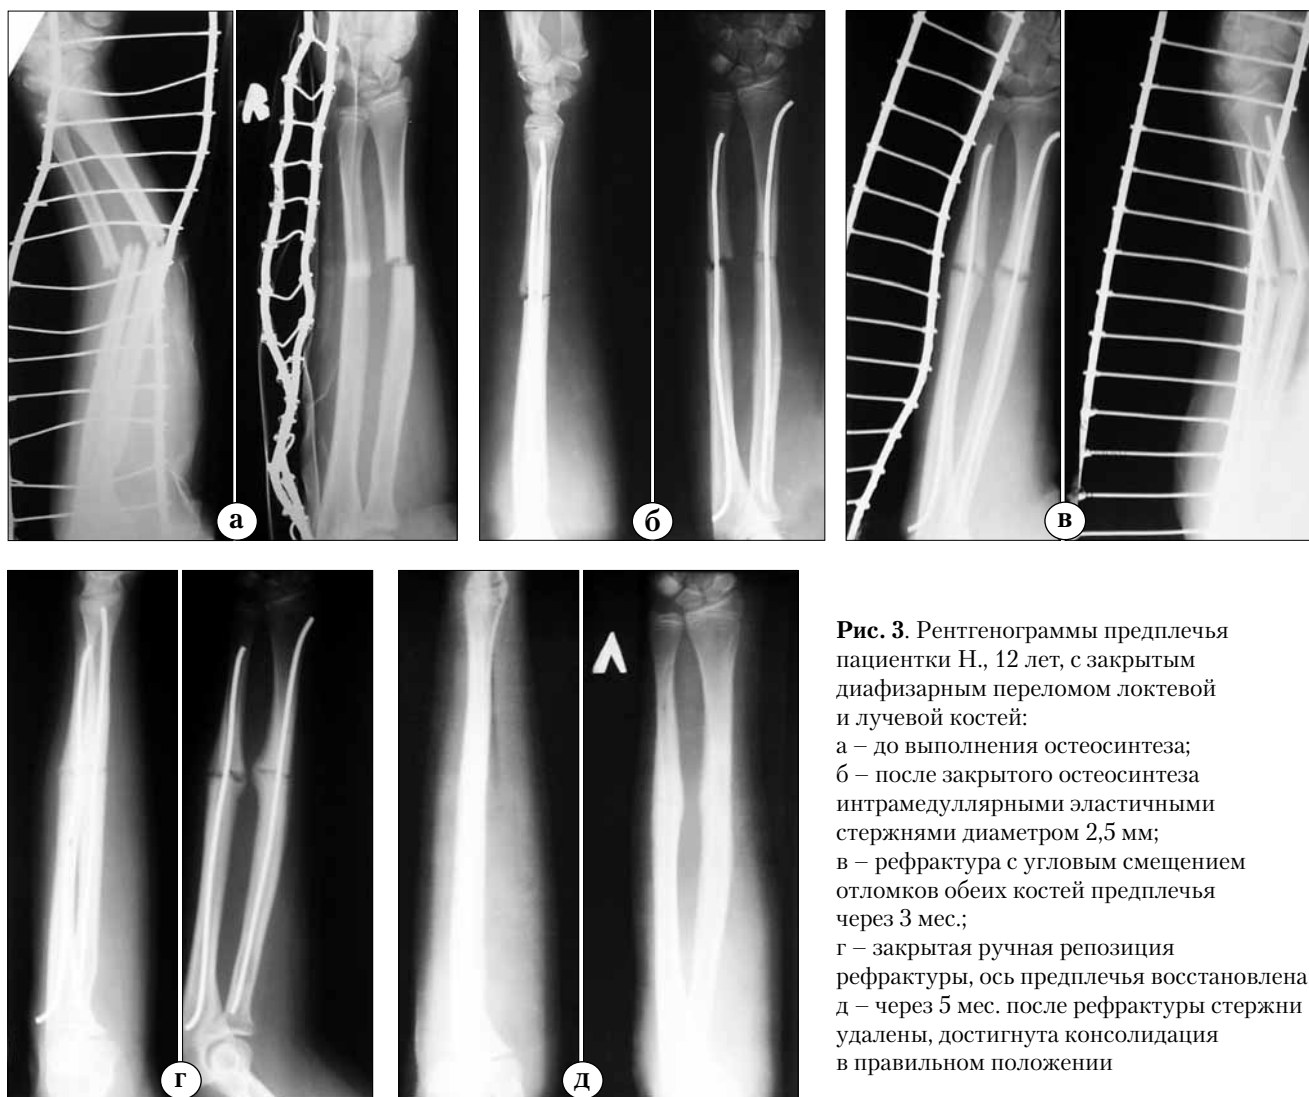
Рентгенограммы предплечья пациентки Н., 12 лет, с закрытым диафизарным переломом локтевой и лучевой костей:
